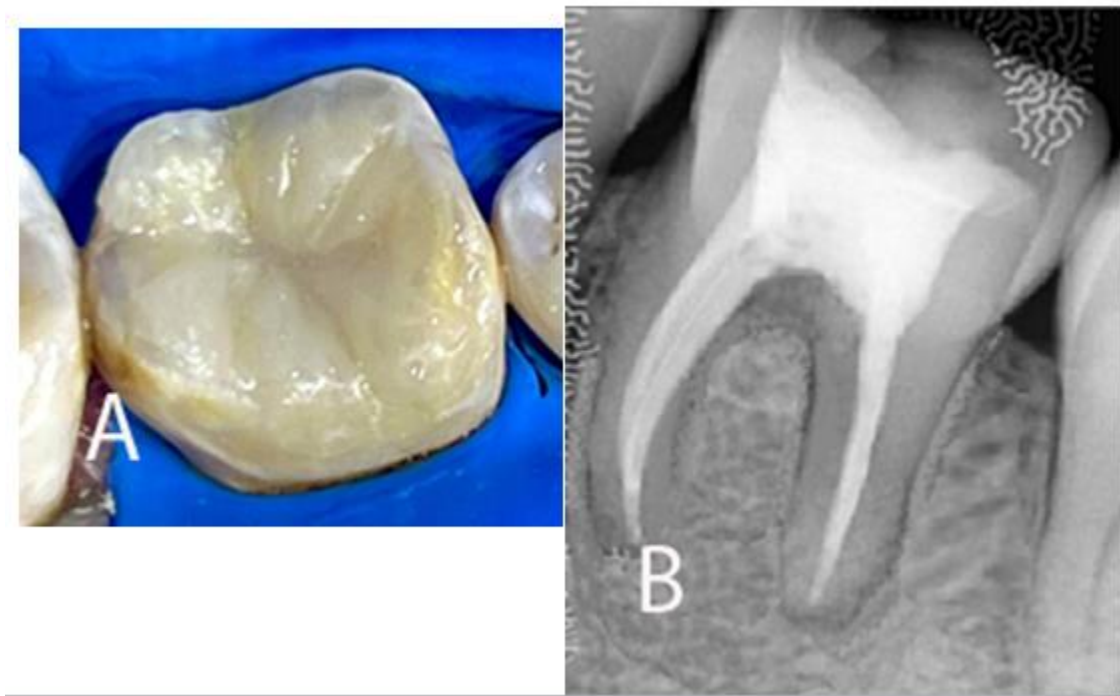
A. Restauración finalizada de acuerdo con la morfología de la pieza. B. Ausencia de lesiones periapicales.
